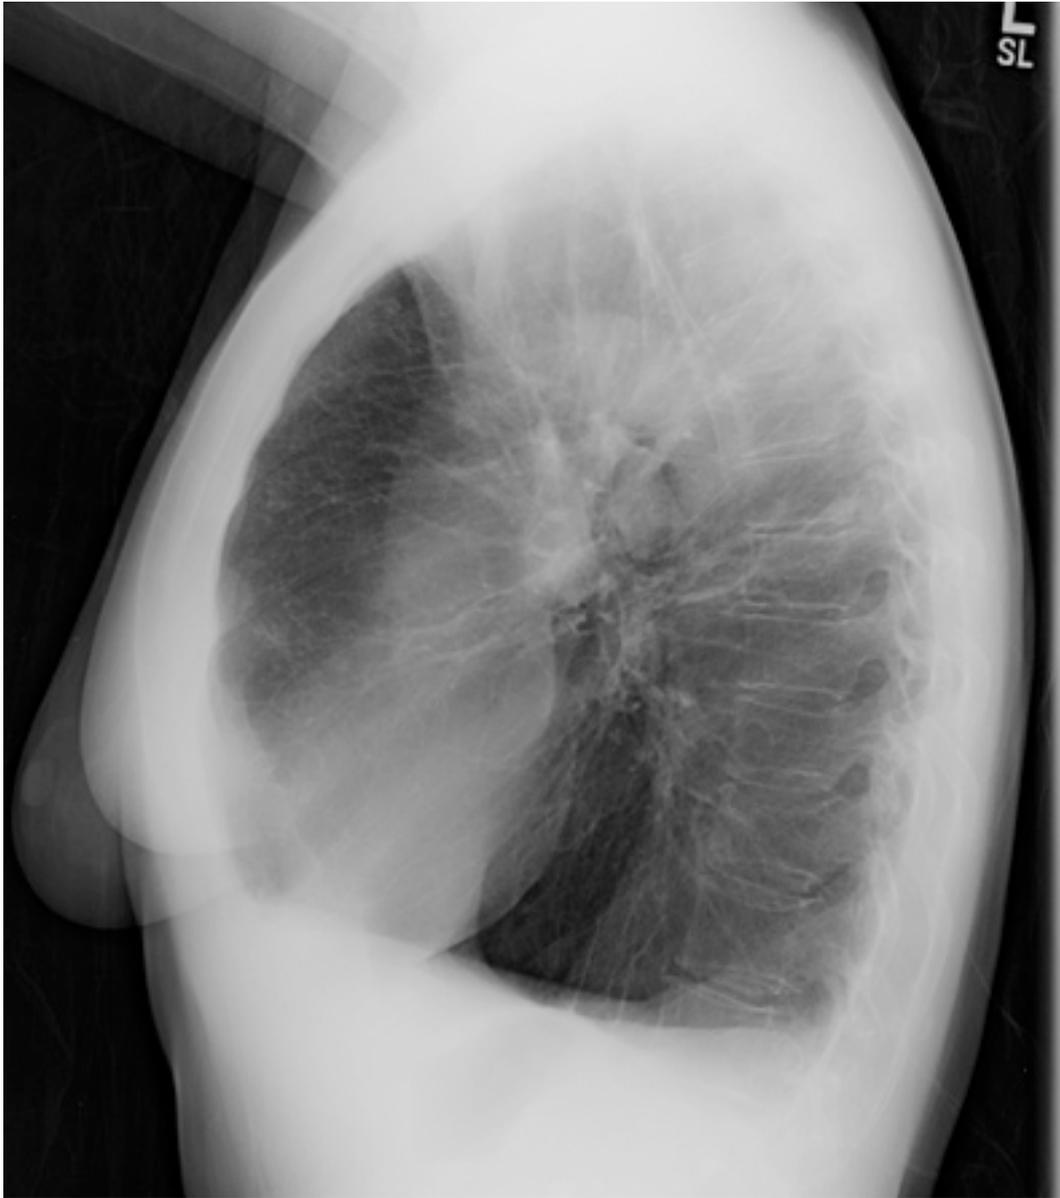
Radiografia torácica de deficiência de alfa 1-antitripsina (AAT) (visualização lateral)
